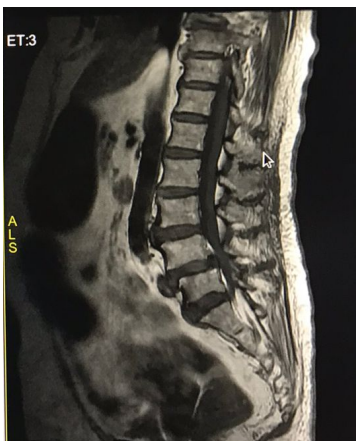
Hasil Citra Pasien MRI Lumbal pada kasus LBP potongan Sagital dengan sekuen T2 Fatsat
